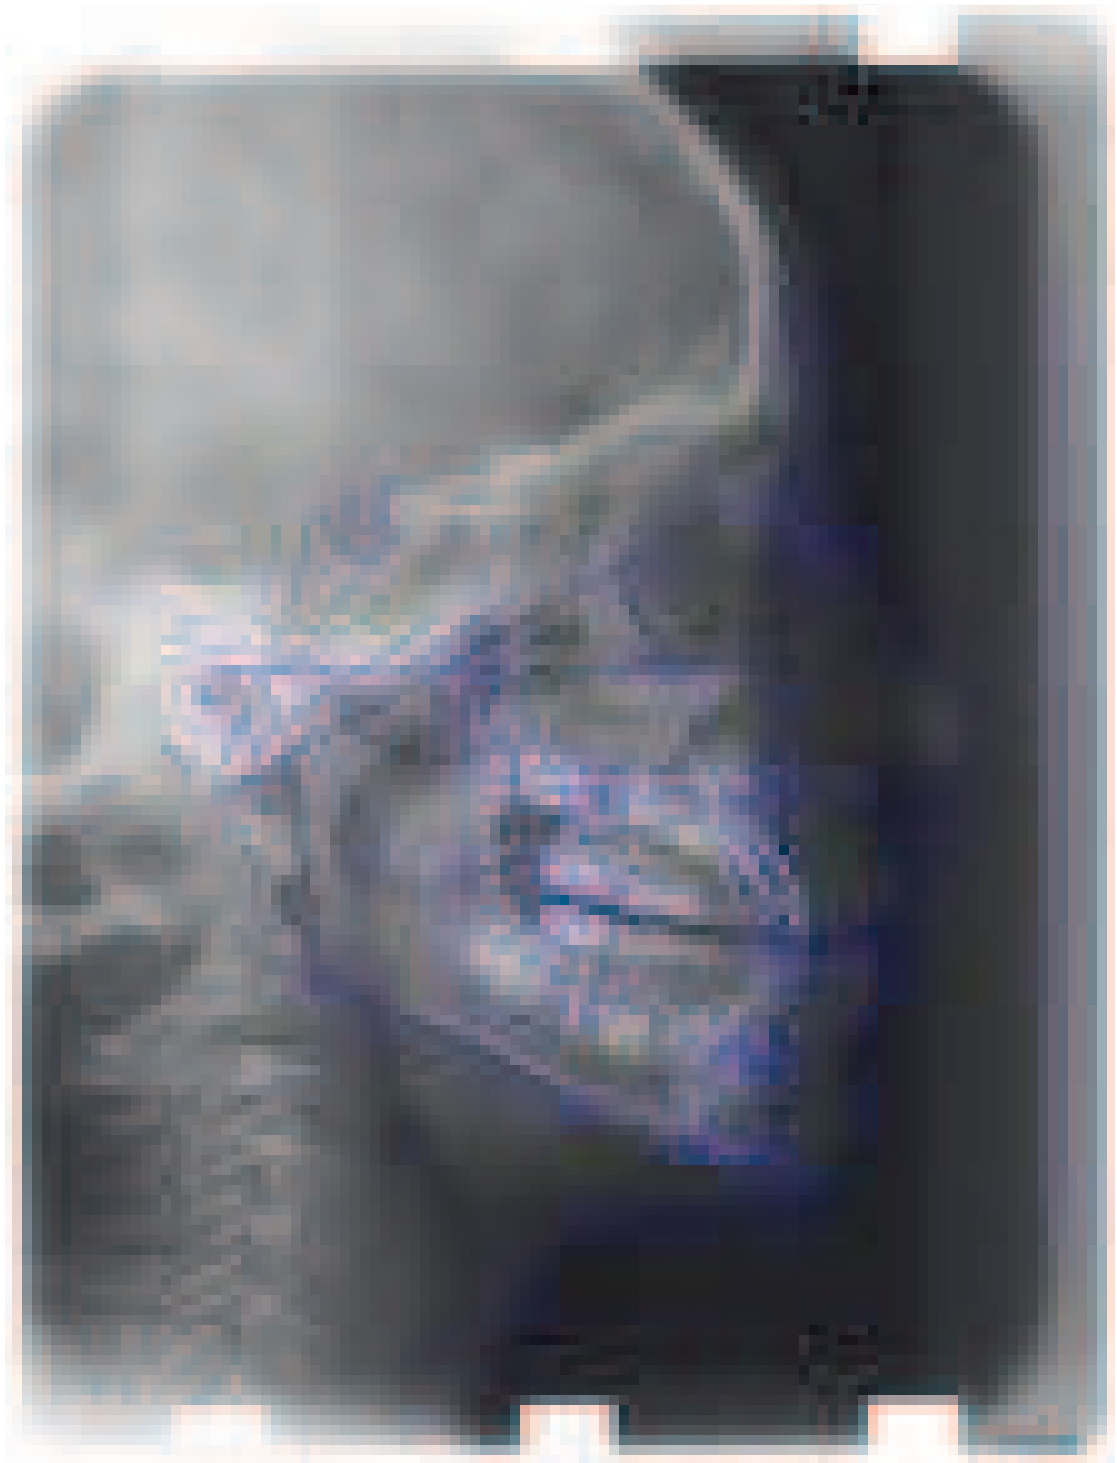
Teleradiografia e traçado cefalométrico do caso clínico 3.
